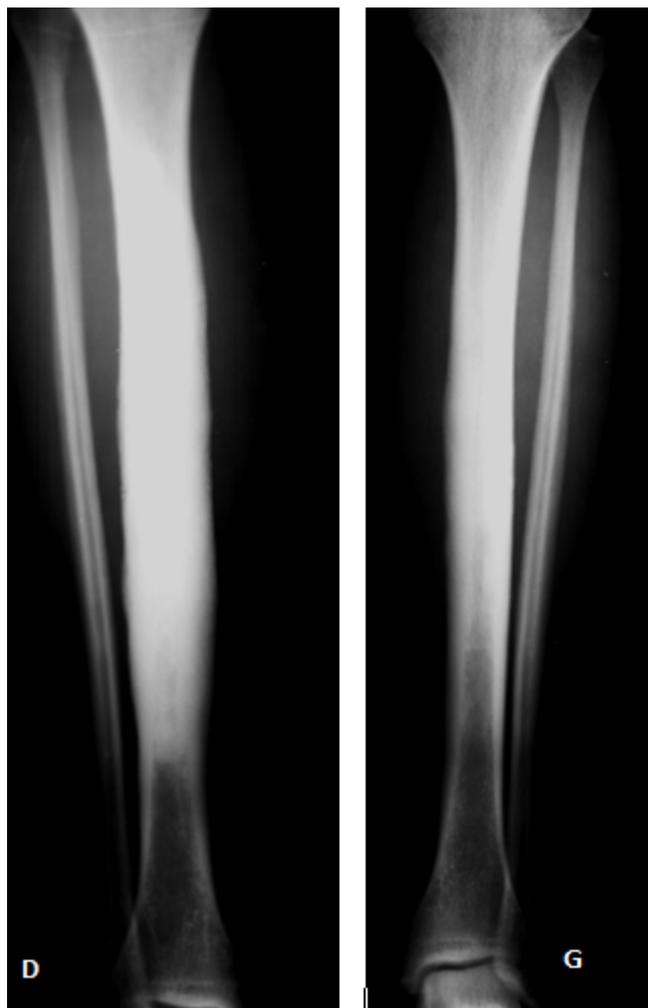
Radiographies de Novembre 2003 : récurrence de l'hyperostose endostéale et périostéale dix ans après l'alésage du tibia droit et extension au tibia gauche et aux fémurs.
